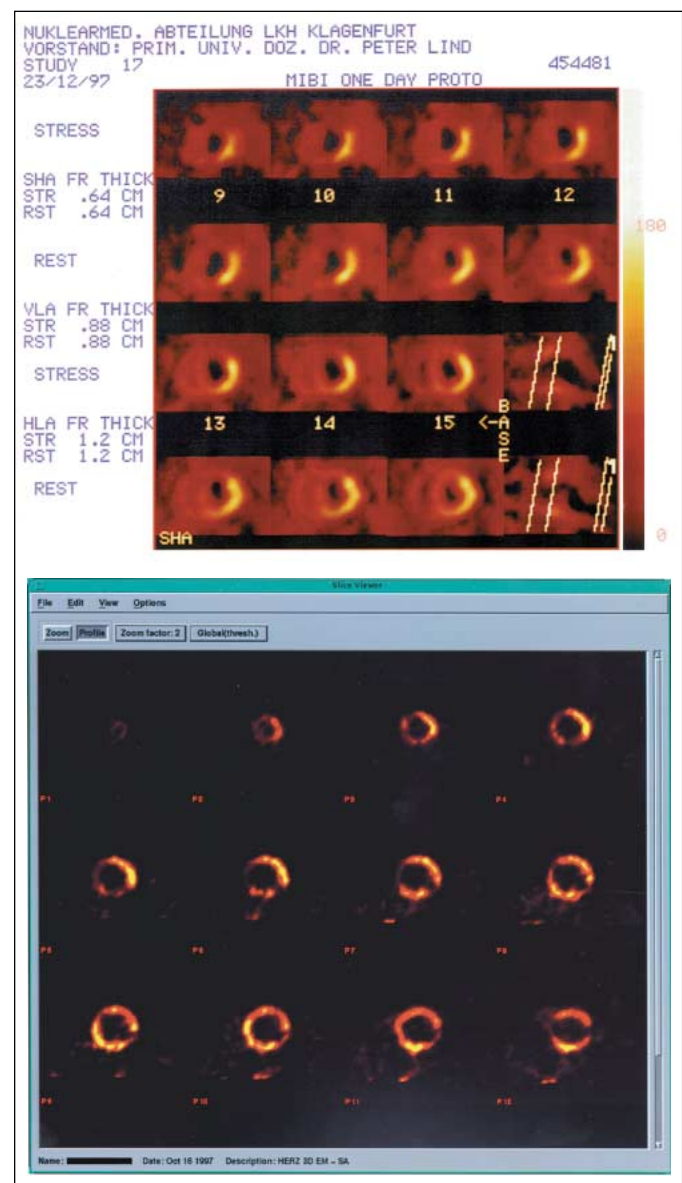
63-jähriger Pat., St. p. Vorderwandinfarkt, im Echo Akinesie anteroseptal und apikal, RNV: EF 19 %, Koronarangiographie: prox. LAD 80 %, serielle Stenosen CX, RCA 80 %. Im Tc-99m-Tetrofosmin-SPECT irreversibler Speicherdefekt Herzspitze, antero- und inferoseptal, im Cardio-PET inferoseptal FDG-Uptake, anteroseptal Narbe. Der Pat. erhielt einen aortokoronaren Zweifachbypass (Singlevenen auf LAD und Ramus obtus marginalis). RNV zwei Wochen postoperativ: EF 25 %.
